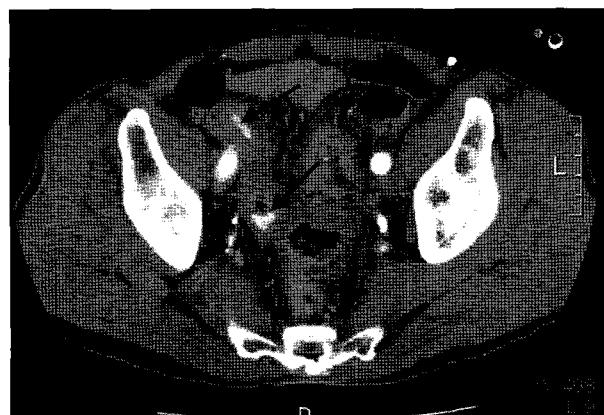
Preoperative abdominal CT scan. Extravasated contrast material is filling the distal small bowel (arrows), indicating the presence of an arterioenteric fistula.
